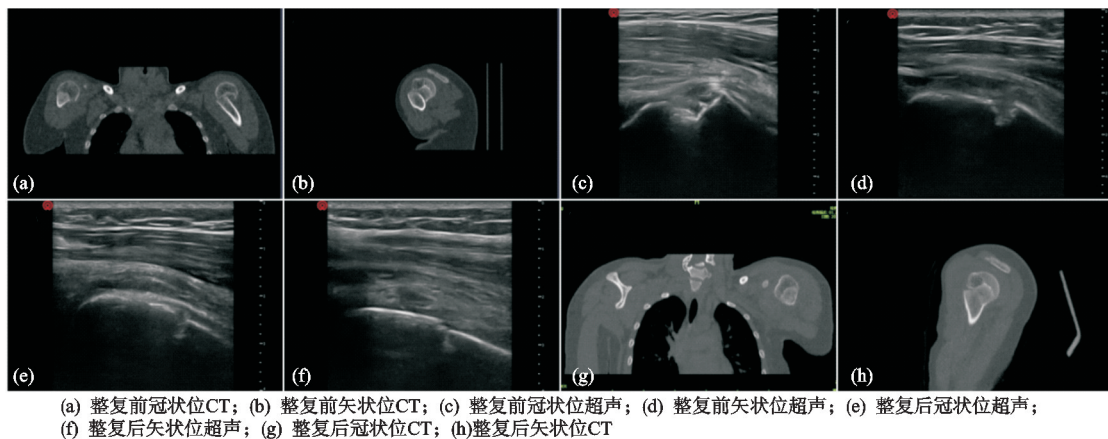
12 岁患儿肱骨近端骨折手法复位前后超声及 CT 对比
